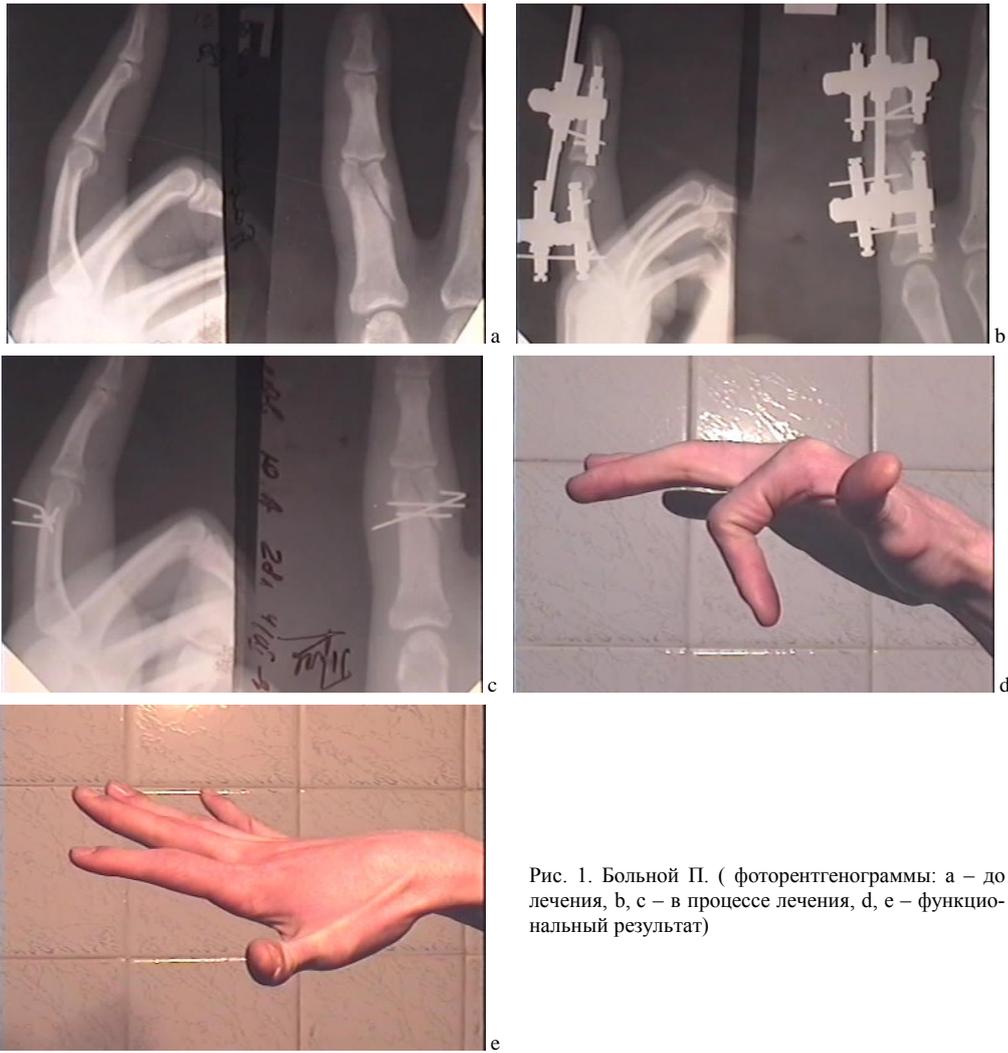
Больной П. ( фоторентгенограммы: а – до лечения, б, с – в процессе лечения, д, е – функциональный результат)
